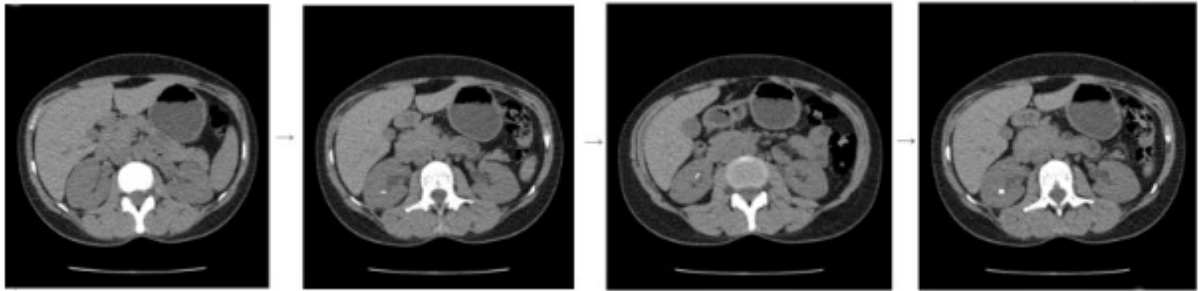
Amostra de 4 fatias de um exame de TC com descolamento de 2mm.
